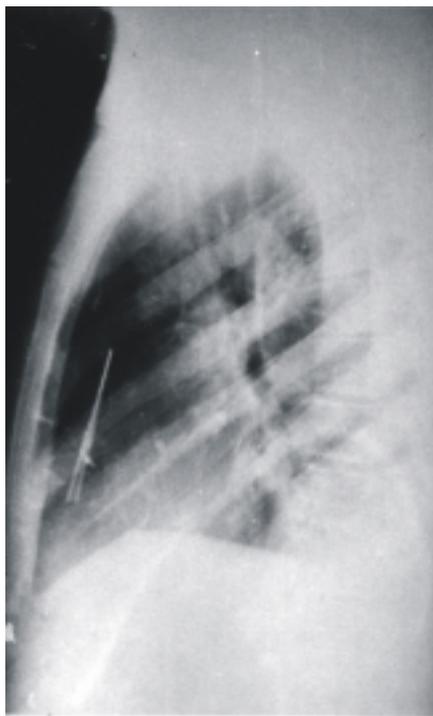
En la radiografía lateral de tórax se observa con mayor nitidez la imagen antes descrita, que ocupa el mediastino anterior y medio (inferior).
